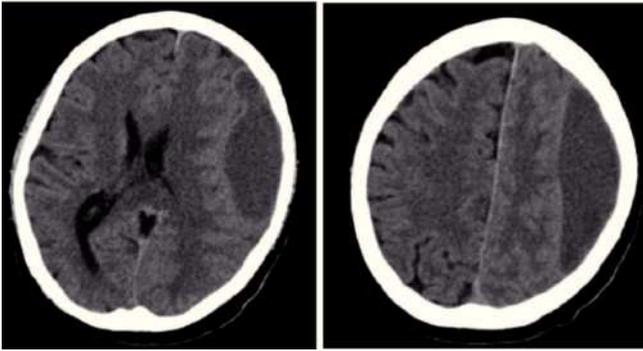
TC inicial sin contraste, se evidenció una colección subdural hipodensa a nivel fronto-parietal izquierda de 30 mm, con desplazamiento de 10 mm de la línea media.
